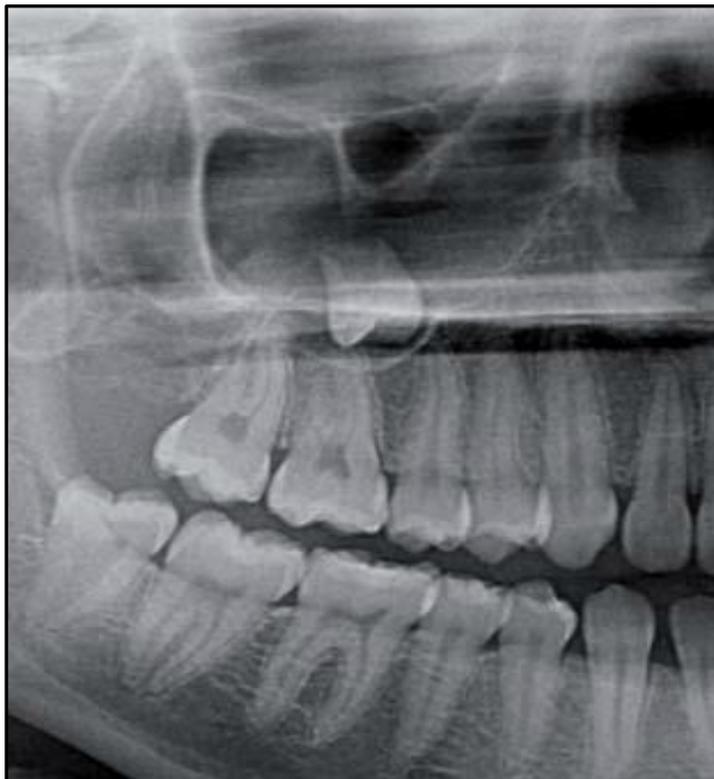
Radiografía panorámica que muestra el desplazamiento del tercer molar al seno maxilar(6).
